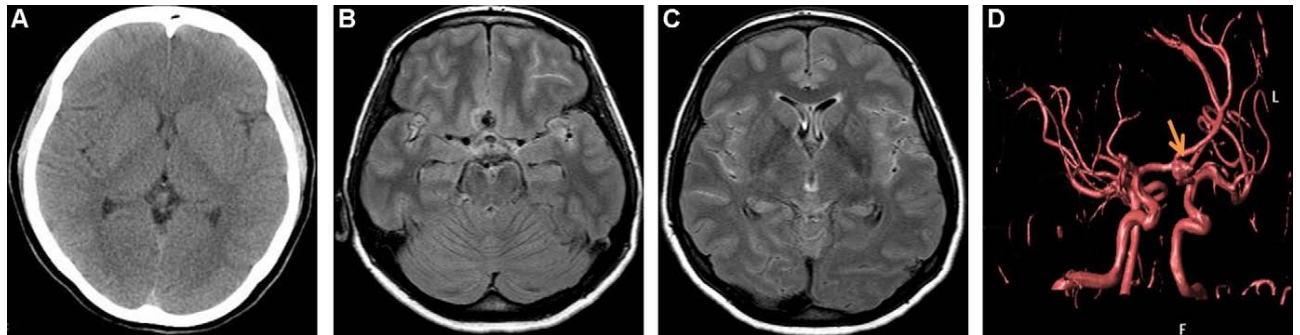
Cas de TDM cérébrale négative et IRM encéphalique positive. (220)
